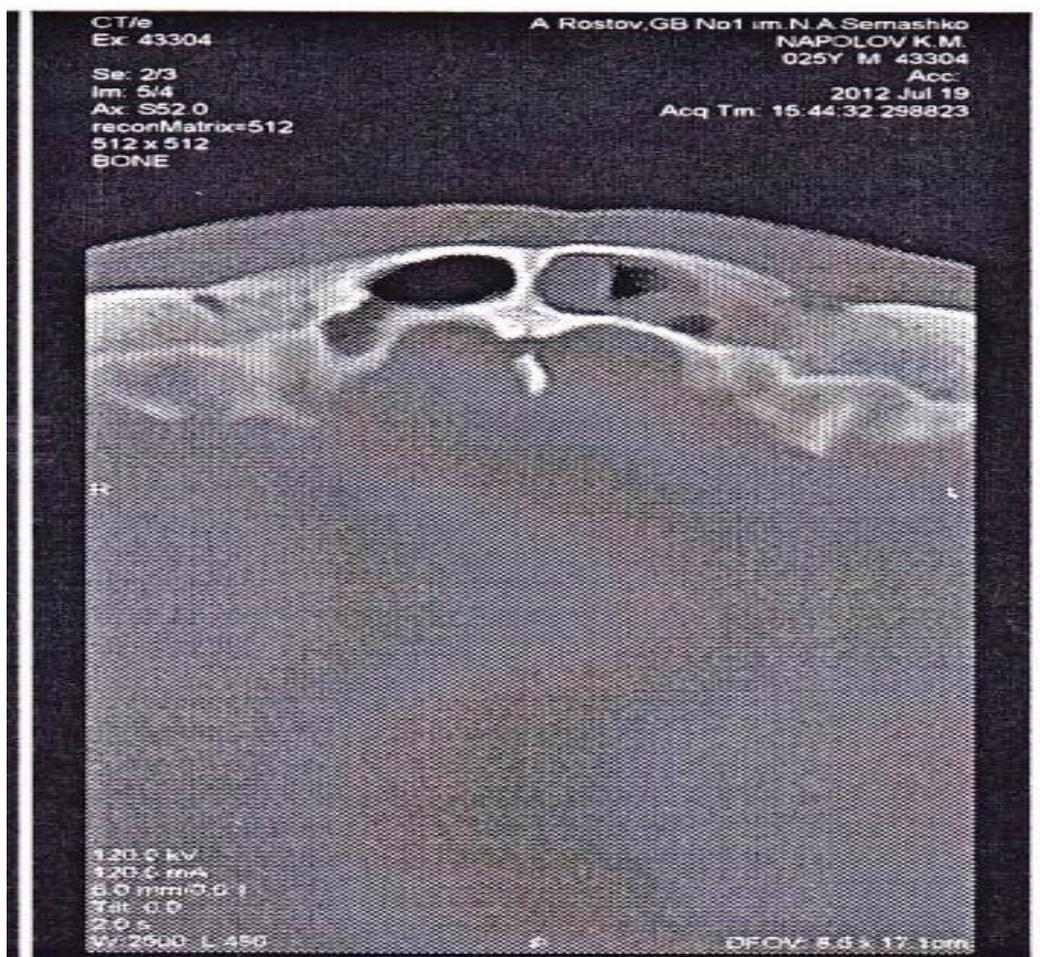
КТ больного Н., 25 лет.
